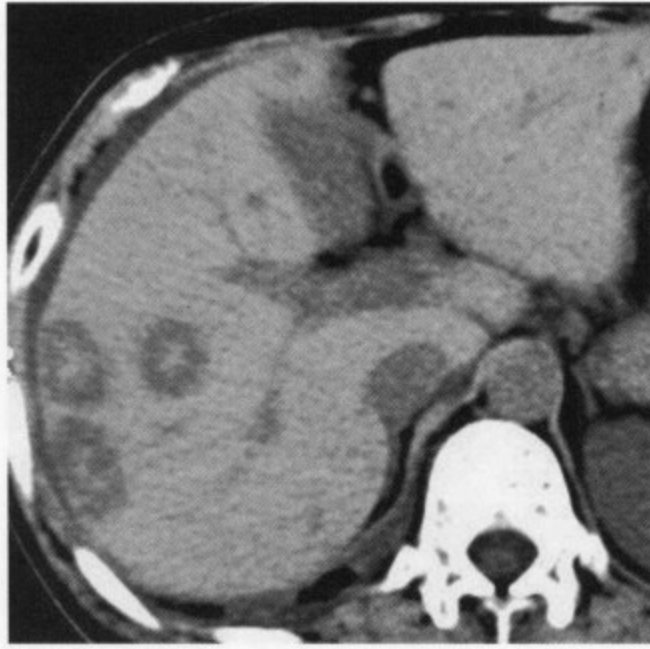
结肠癌肝转移。CT平扫显示肝右叶多发性类圆形低密度病灶，边缘不清，密度不均，其中心密度稍高
